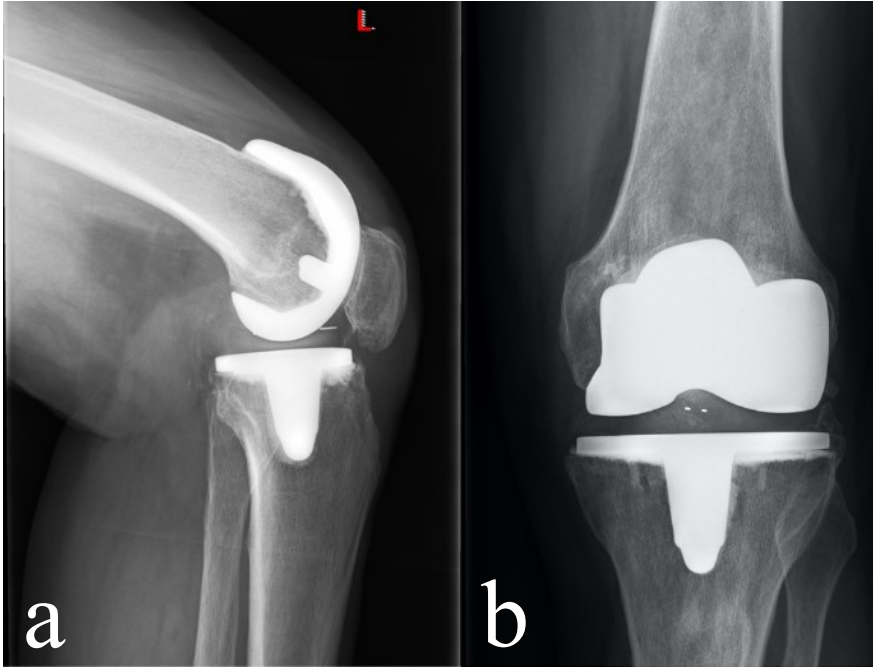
Röntgendiagnostik eines linken Kniegelenkes bei Zustand nach Implantation einer zementierten KTEP LCS Milestone Femur Std.+ zementiert 10 mm Tibia 3 zementiert, im seitlichen (a) sowie im anterior/posterioren Strahlengang (b). Quelle: Universitätsklinik für Orthopädie und Traumatologie, Medizinische Universität Graz
